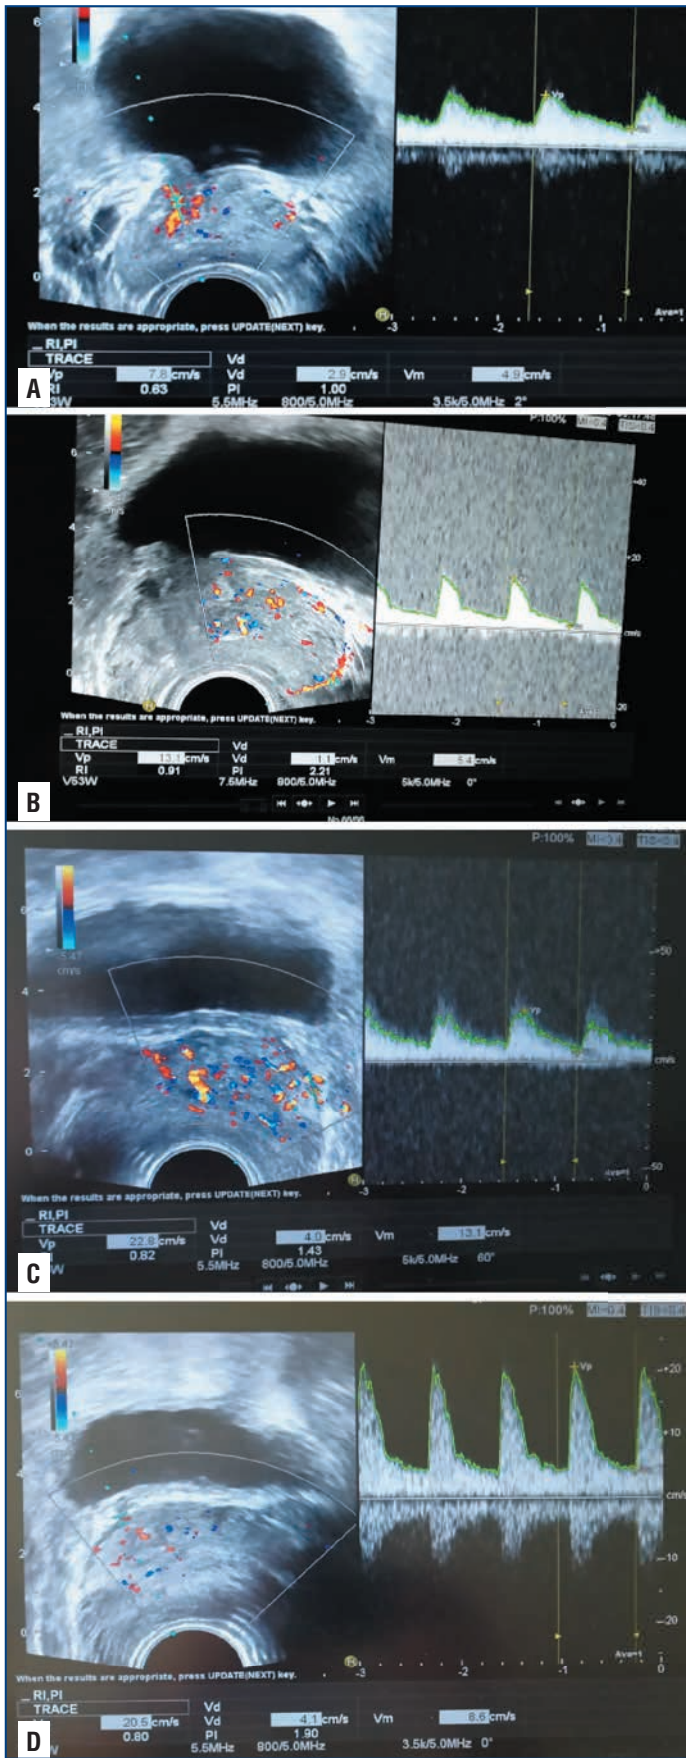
ТРУЗИ простаты в доплеровском режиме пациента П. из основной группы до лечения (А, В) и на визите 3 (С, D)
